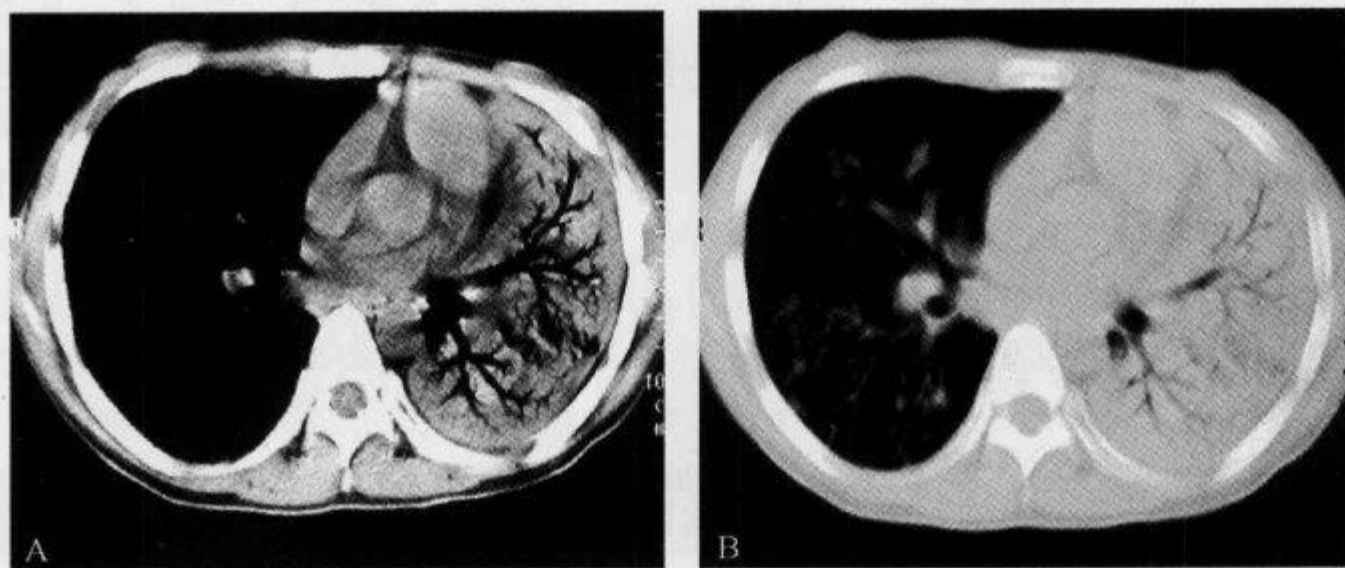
胸部 CT 平扫示“枯树枝征”
